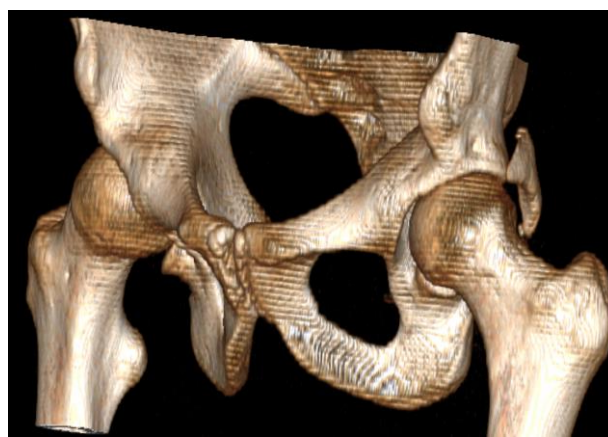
КТ кісток таза, 3Д-реконструкція
